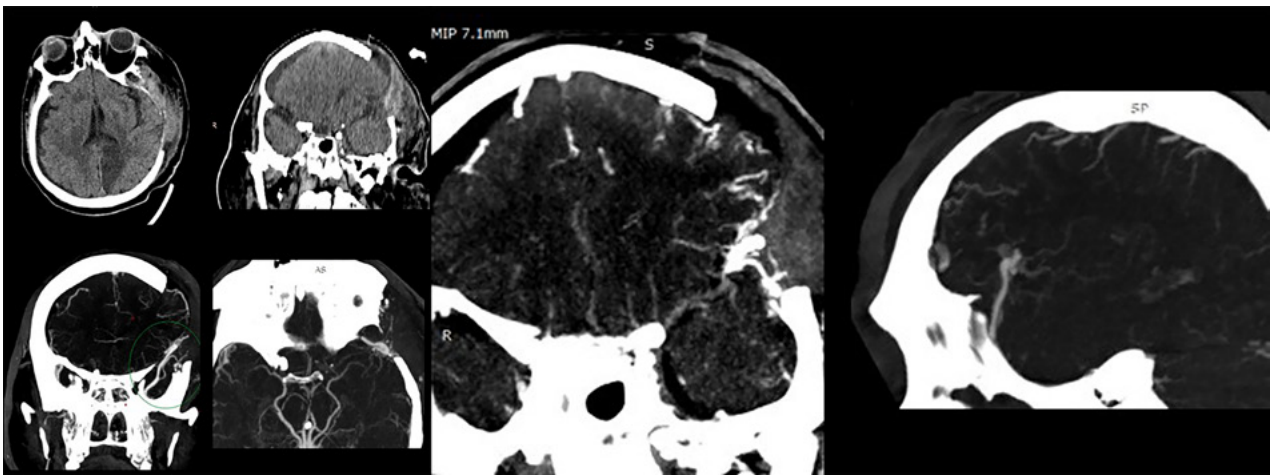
TC y AngioTC a las 72 horas de evacuación del hematoma.
